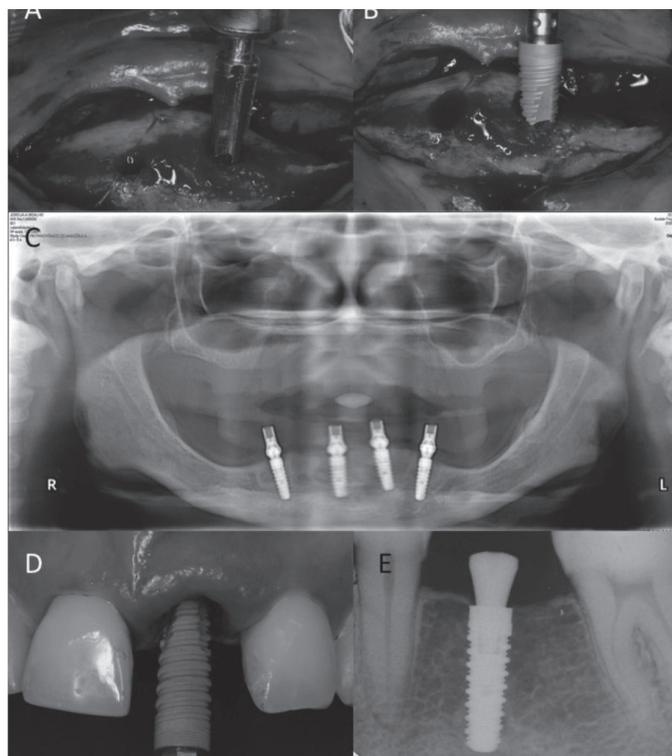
A) Fotografia trans-operatória demonstrando a fresa utilizada para a confecção do alvéolo cirúrgico. B) Instalação do implante. C) Radiografia panorâmica com quatro implantes Unitite e mini-abutments utilizados na reabilitação do edentulismo total mandibular. D) Fotografia trans-operatória demonstrando a instalação do implante imediatamente após a exodontia do incisivo central superior esquerdo. E) Radiografia periapical do implante após período cicatricial de 60 dias.
